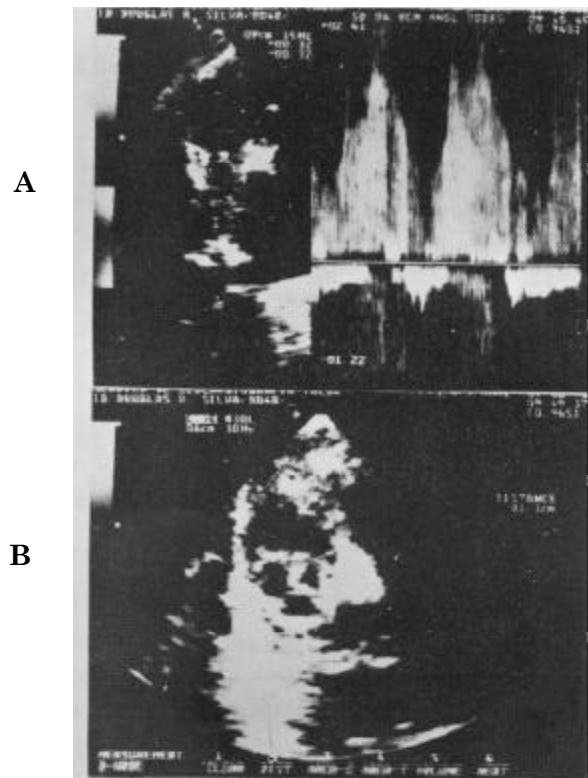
A) Corte transversal com Doppler pulsado localizado em tronco pulmonar, demonstrando apenas fluxo através do canal arterial; B) corte transversal alto identifica a valva pulmonar com aspecto trivalvular mantendo-se fechada.
